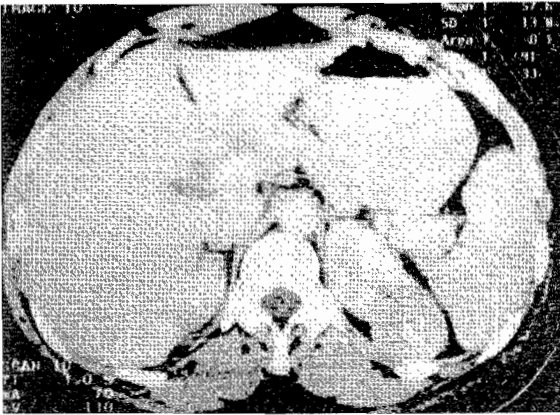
TDM abdomino-pelvienne: tumeur rénale se rehaussant après injection de produit de contraste
